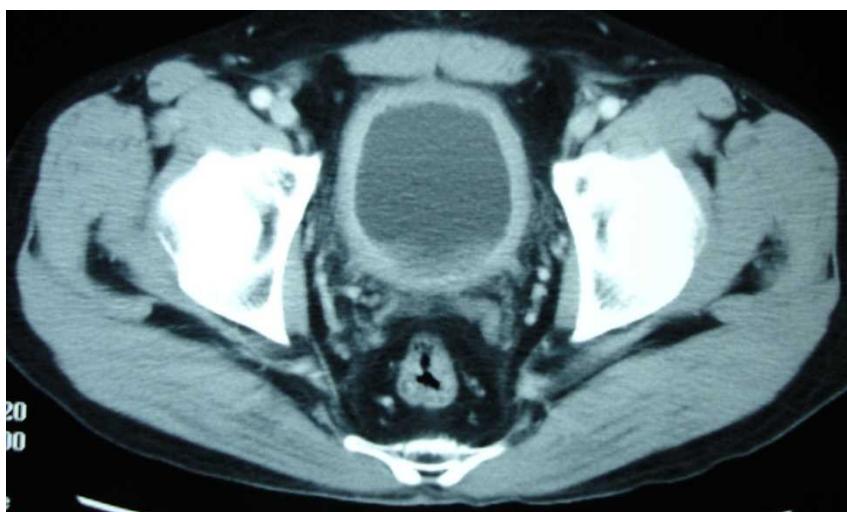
症例2の血腫除去と持続膀胱洗浄で止血した後のCT画像。血腫は完全にされているが、出血性膀胱炎によって膀胱壁が肥厚している
